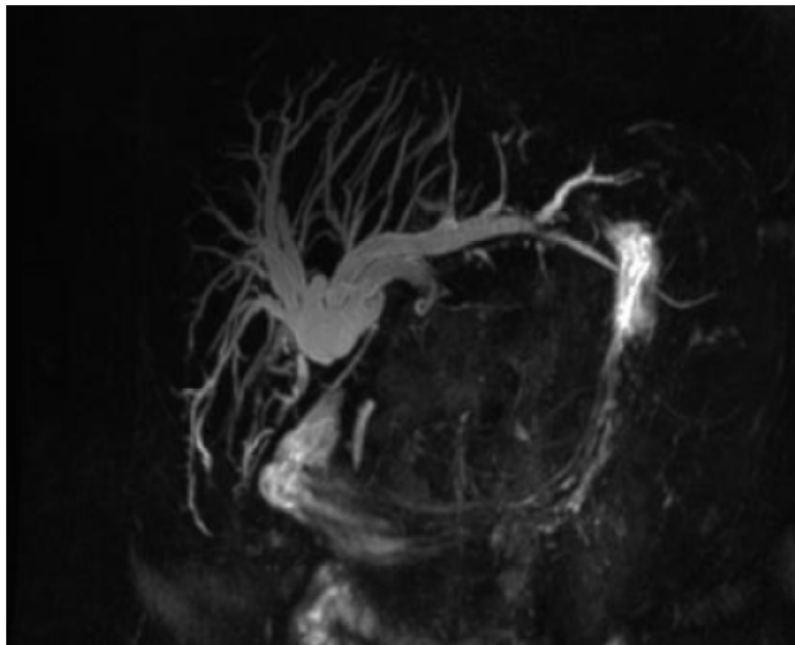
IRM réalisée montrant un arrêt complet au niveau de la convergence biliaire avec dilatation des VBIH.
